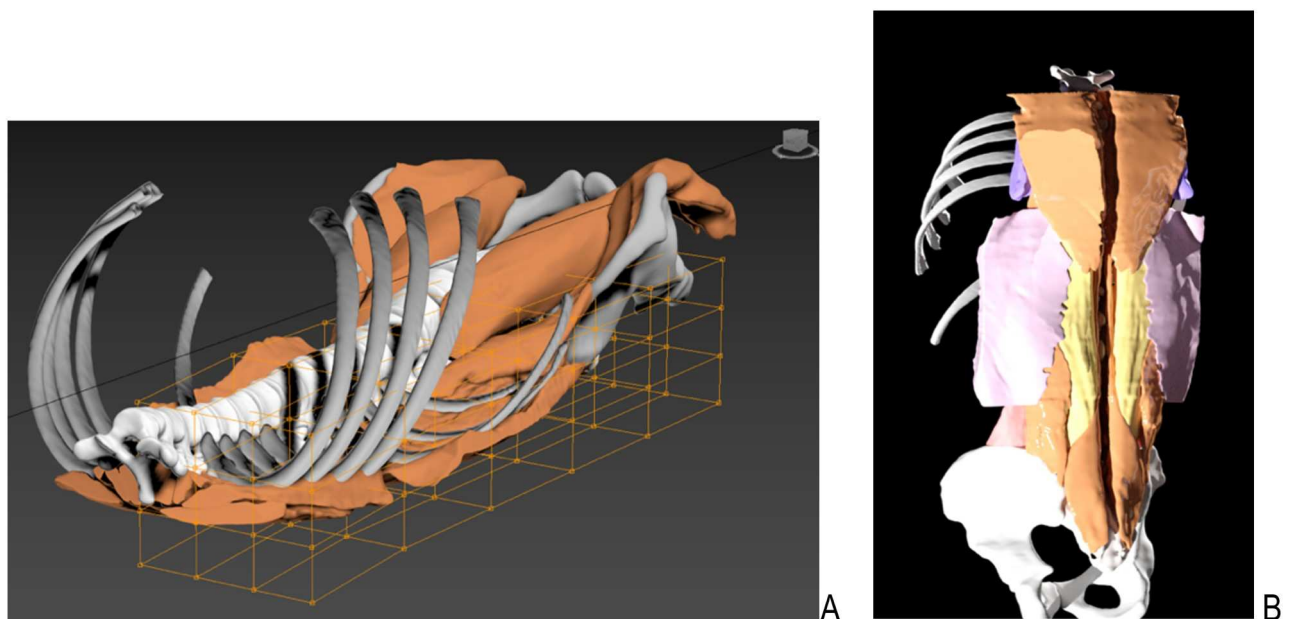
Recalage élastique par méthode FFD des masses musculaires segmentées à partir de l'IRM avec les structures osseuses du repère CT scan (Autodesk 3ds Max), grilles déformables (A) et résultat après symétrisation (B)
